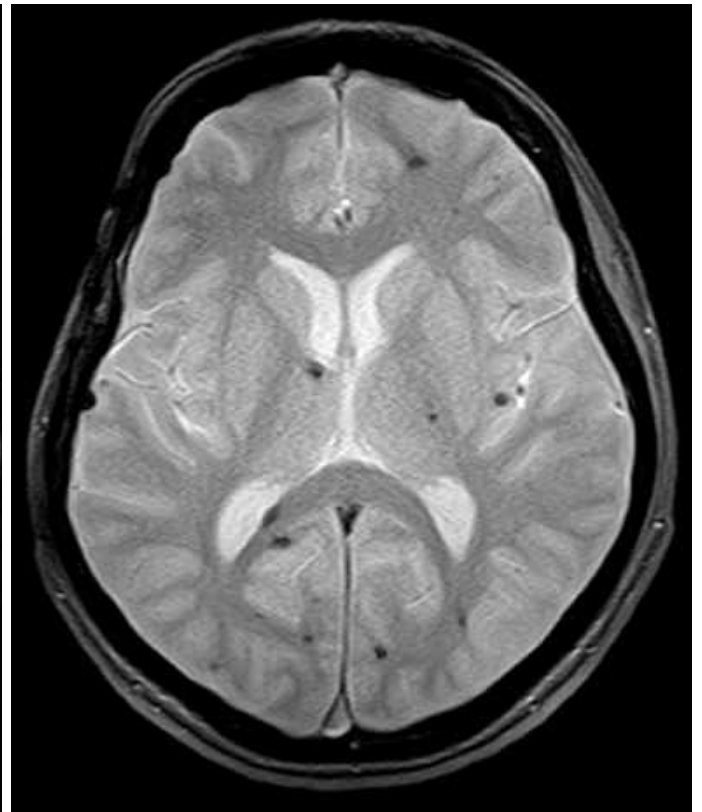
МРТ головного мозку (Gradient Echo, аксіальний зріз). Множинні супратенторіальні каверноми (спостереження №21, хворий Г-к, історія хвороби №1260).
